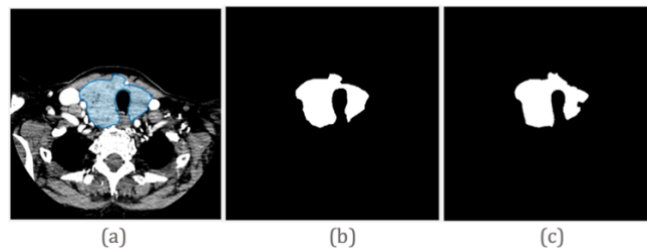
(a) dibuix de la tiroides sobre el TAC. (b) màscara obtinguda. (c) GT d'aquella llesca
